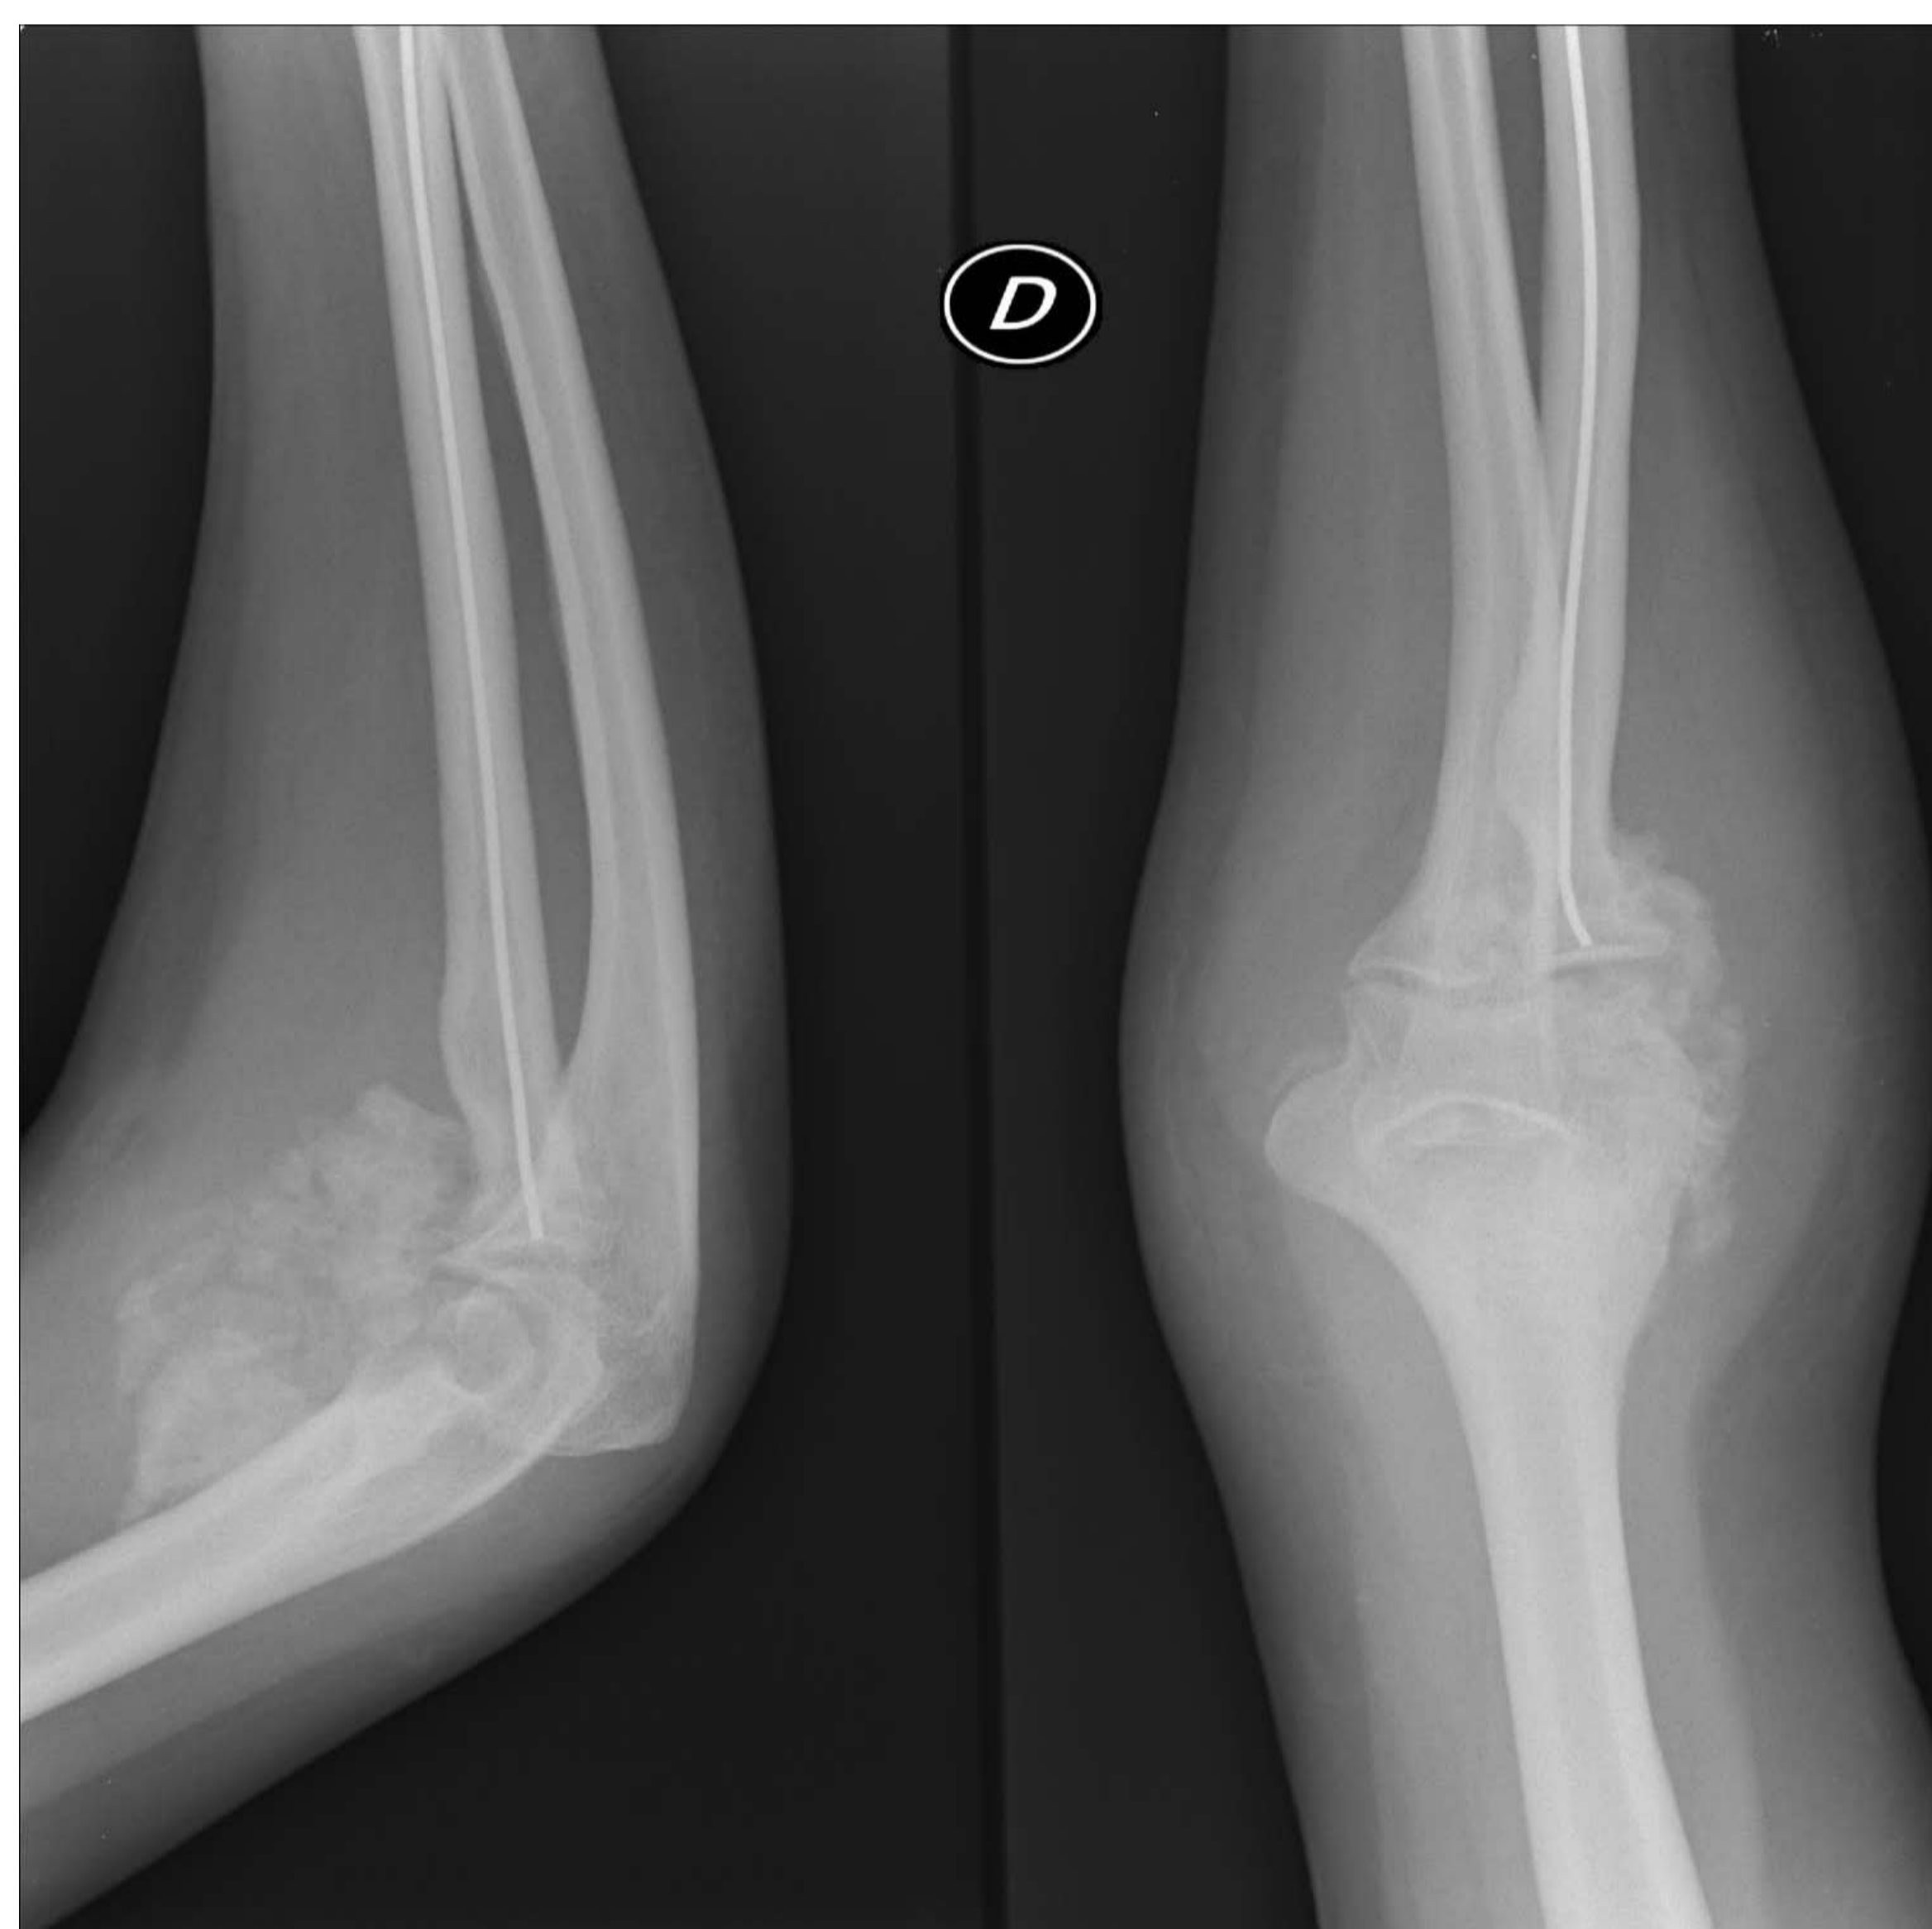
Miositis osificante en una radiografía simple del codo, en la que se observa una masa de partes blandas, bien definida y calcificada, en la región anterior de la articulación del codo. Véase también el material de osteosíntesis en el radio.
